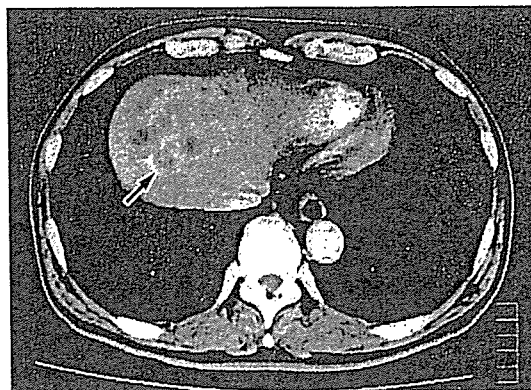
S-1 4 コース終了後の肝転移 CT 所見
